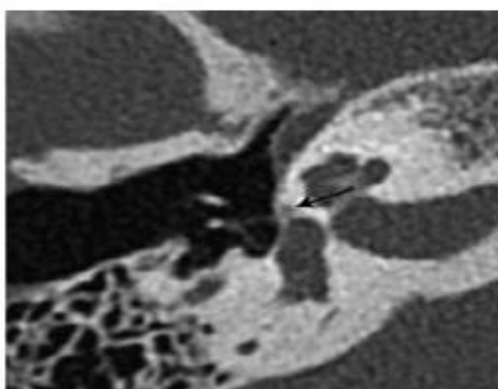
Otospongiose type 1b. Coupe TDM double oblique (plan axial stapes) : hypodensité préstapedienne inframillimétrique (flèche).
